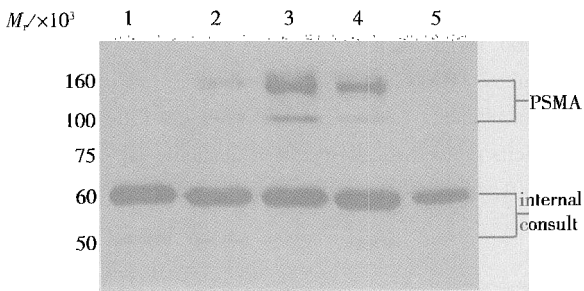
不同时间酵母中 PSMA 表达情况 (用抗 PSMA 单克隆抗体)
